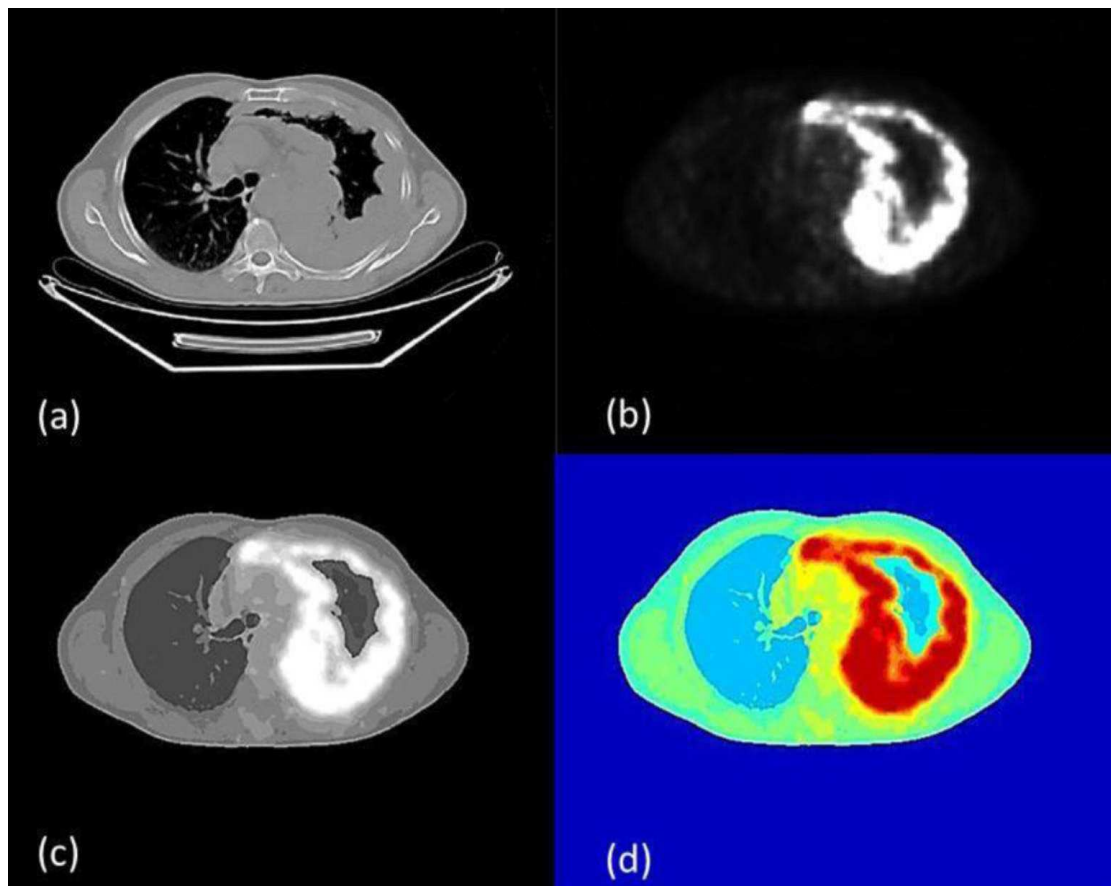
(a) imagen CT, (b) imagen PET, (c) imagen PET y CT combinadas, (d) imagen segmentada.
